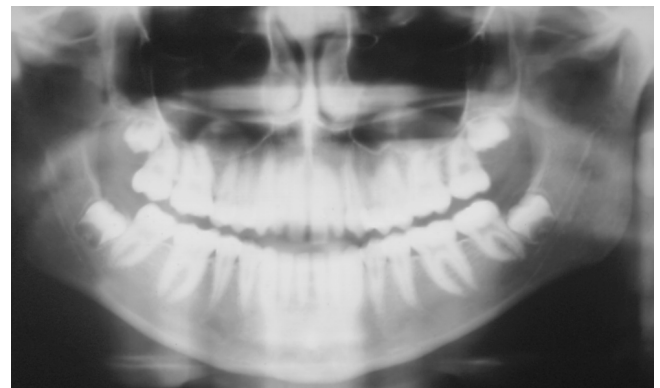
Radiografia panorâmica pré-tratamento corretivo. Compare com a figura 2, o fechamento da mordida aberta anterior.
